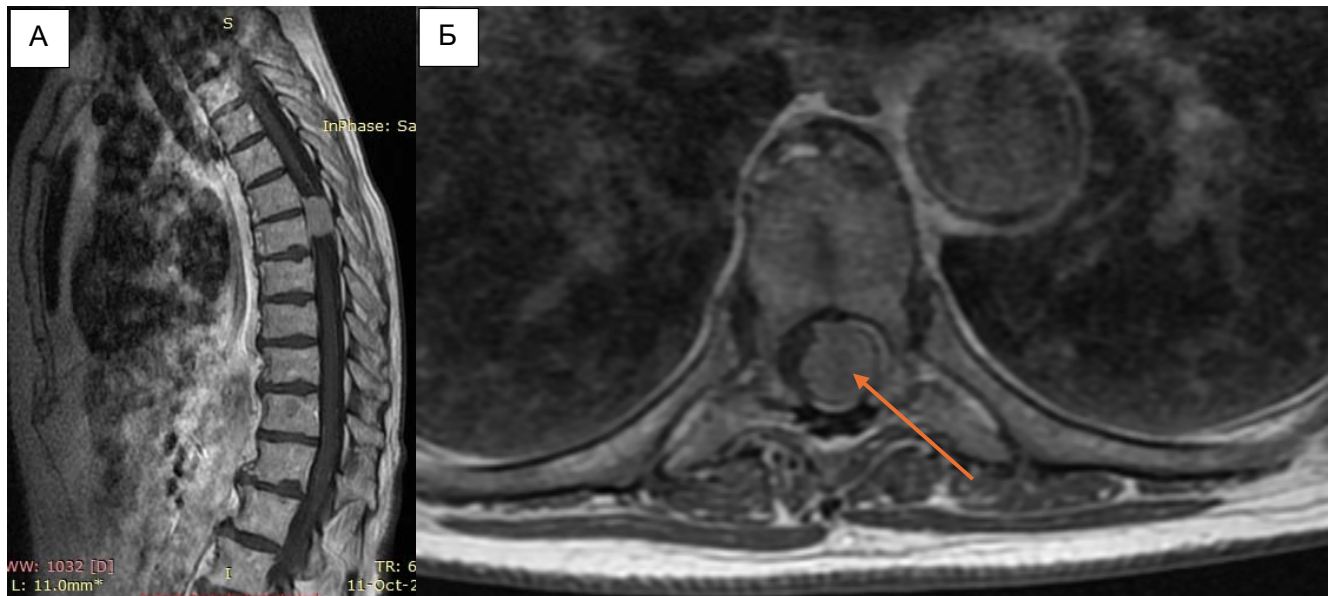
МРТ – изображения пациентки Ш. Сагиттальное (А) и аксиальное (Б) изображения в T1 режиме с контрастным усилением, на которых представлена экстрamedулярная опухоль (выделена стрелкой)
